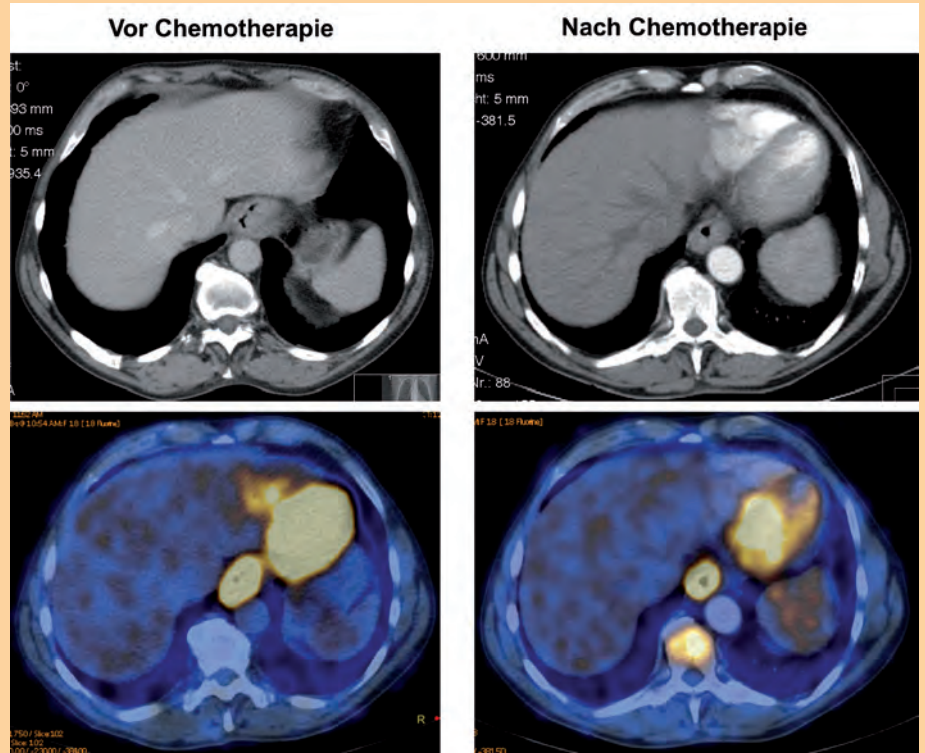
CT und PET-CT-Bilder eines Patienten mit einem Adenokarzinom des gastroösophagealen Überganges vor und nach präoperativer Chemotherapie.
